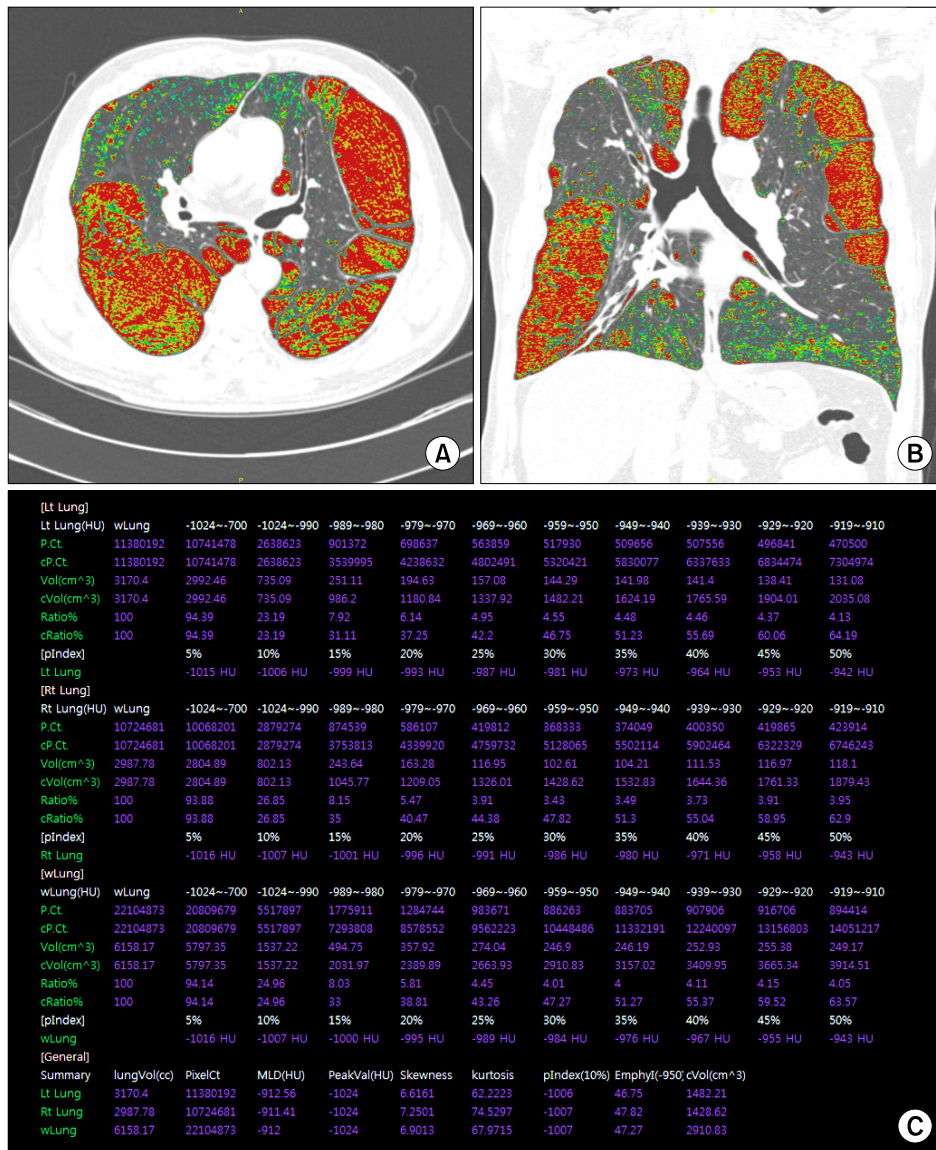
Quantitative analysis using inspiratory CT scan in 62-year-old male patient with COPD (FEV1/FVC % pred=51%, FEV1 % pred=52%). (A), (B) Emphysema area (≤ -950 HU) with color (green: $-950 \sim -969$ HU, yellow: $-970 \sim -989$ HU, red: ≤ -990 HU) in axial and coronal CT scans, (C) Results of quantitative analysis (parenchymal volume, emphysema volume, several percentile index, mean lung density in whole lung and left/right lung).
